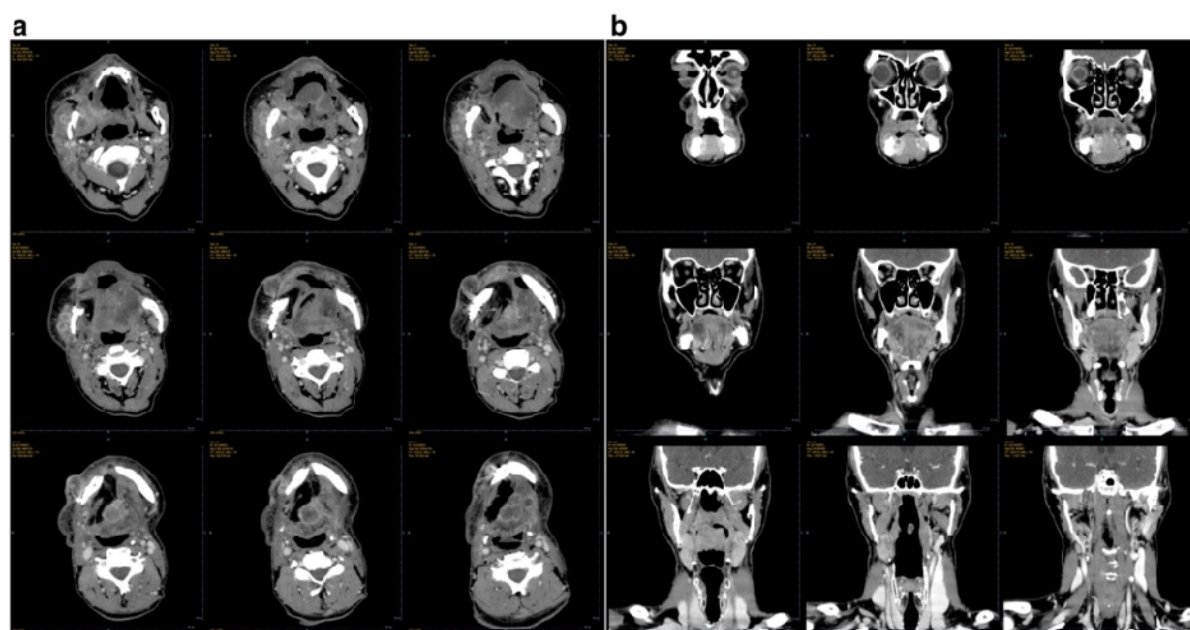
Postoperative CT images. 2a axial plane; 2b coronal plane
